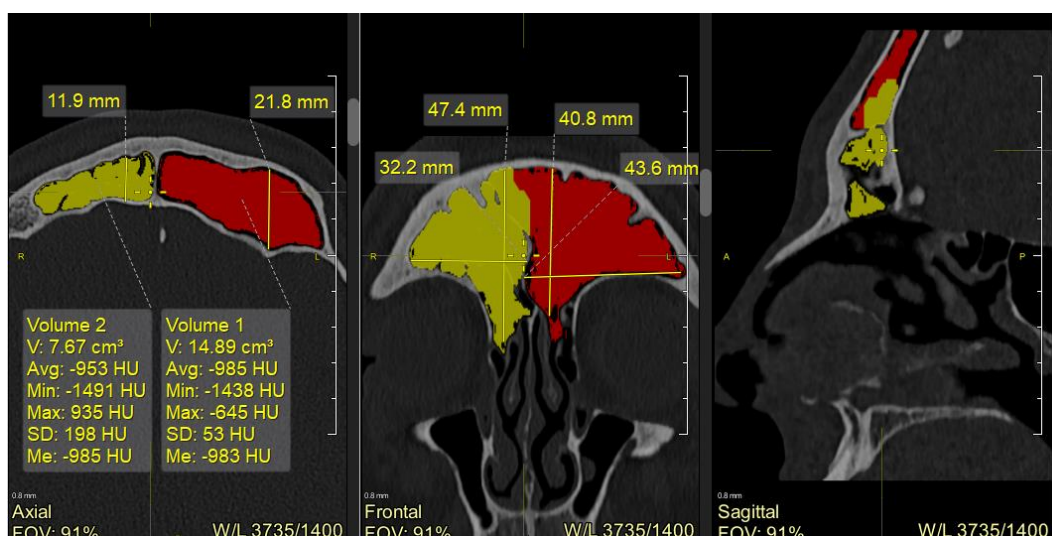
Визначення лінійних та просторових розмірів лобових пазух. КТ чоловіка 37 років.
